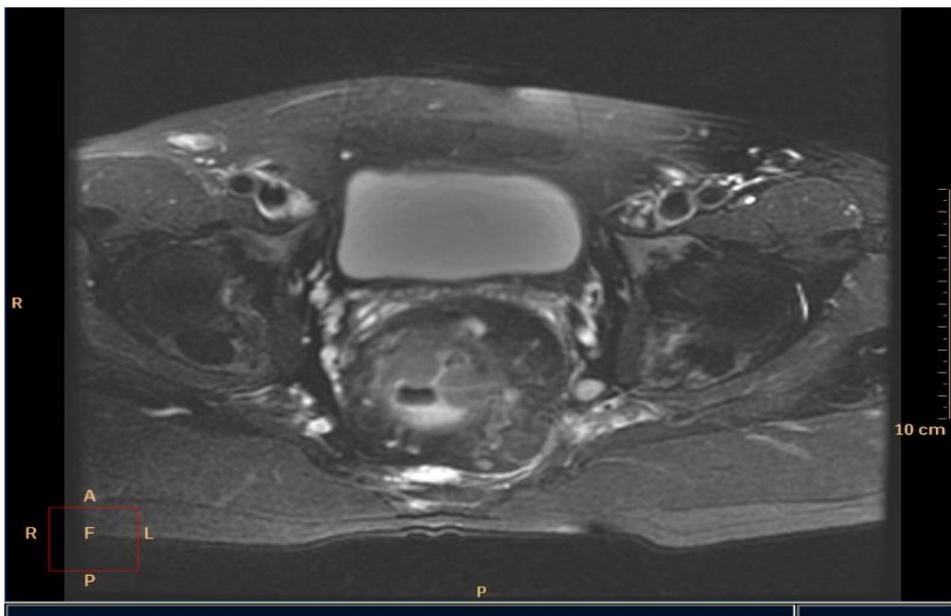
Магнитно-резонансная томограмма больного Р., и. б. 19883/6.
